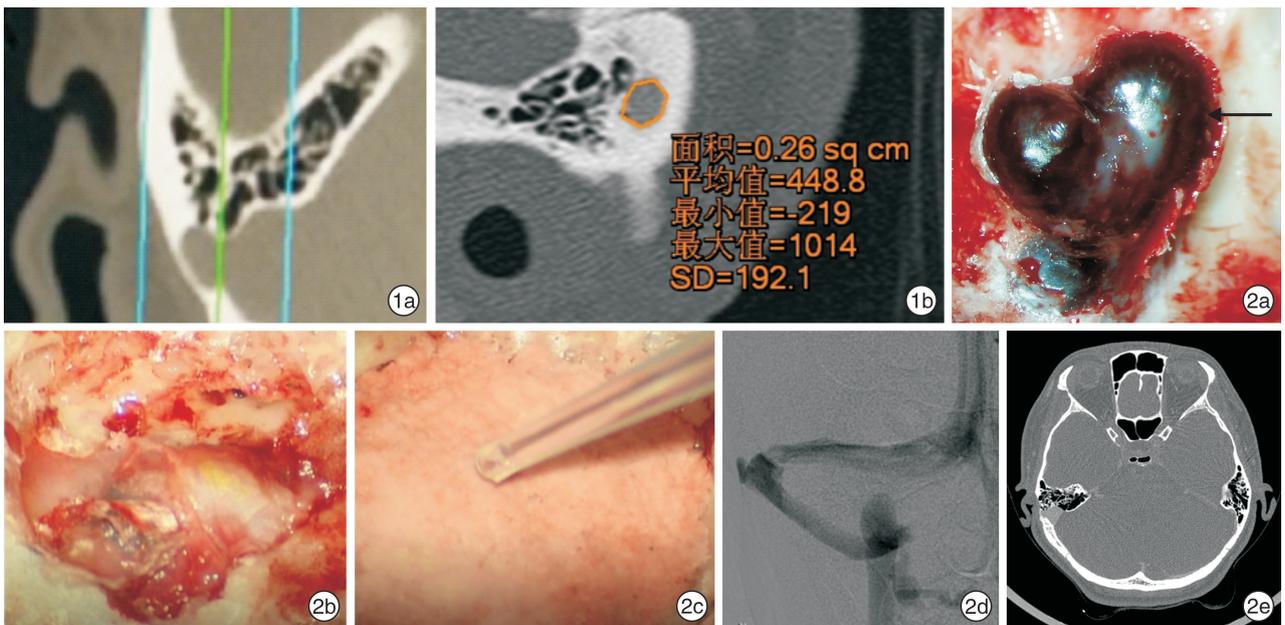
影像学检查 1a:通过颞骨轴位 CT,找到乙状窦憩室骨质缺损最大部位,绿色切线显示为乙状窦憩室骨质缺损最大部位;1b:将图 1a 绿色切线层面三维重建,通过矢状位观察,得到图 1b 影像,并获得乙状窦憩室缺损最大部位横截面层面,通过软件测量横截面面积; 图 2 乙状窦骨壁重建术 2a:标记处为暴露的乙状窦憩室;2b:于切除的乙状窦憩室处覆盖颞肌筋膜;2c:其上覆盖骨粉压实,耳脑胶固定;2d:乙状窦憩室 DSA 影像;2e:乙状窦憩室 CTA 影像。
